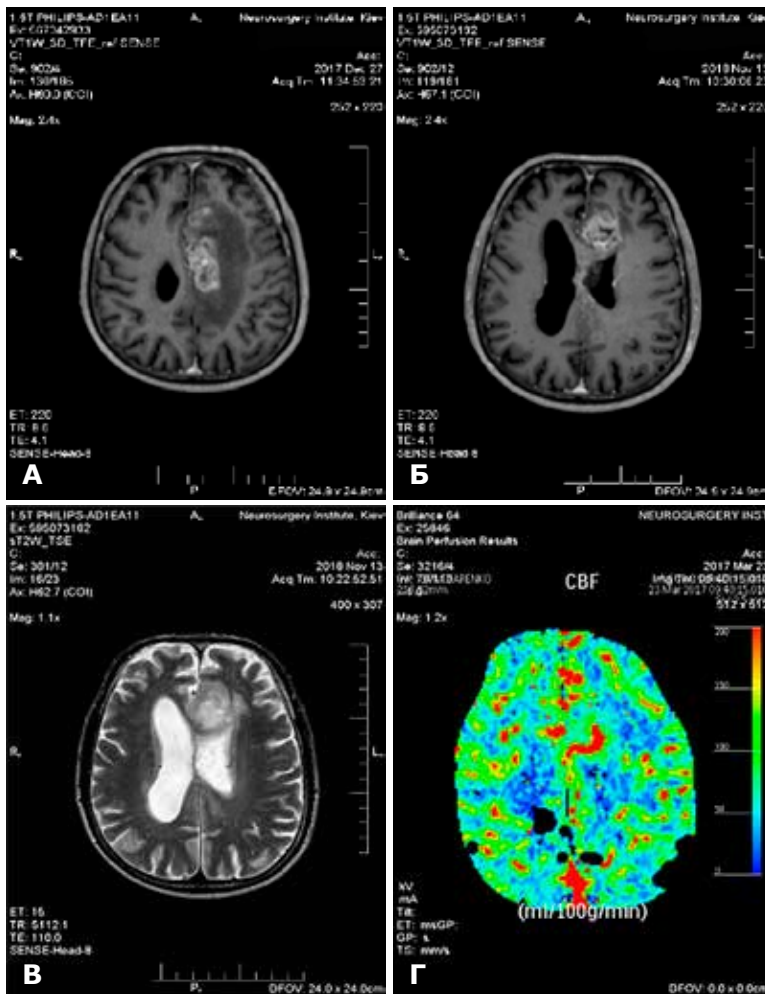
Той самий пацієнт. Магнітно-резонансна терапія: А та Б – T1-зважені зображення; В – T2-зважені зображення; Г – комп'ютерна томографія, перфузія. Через три роки після радіохірургії та курсів хіміотерапії темозоламідом спостерігається вогнище мультифокального росту гліобластоми з протилежного боку великого розміру. Проведено гіпофракційну повторну CPX
